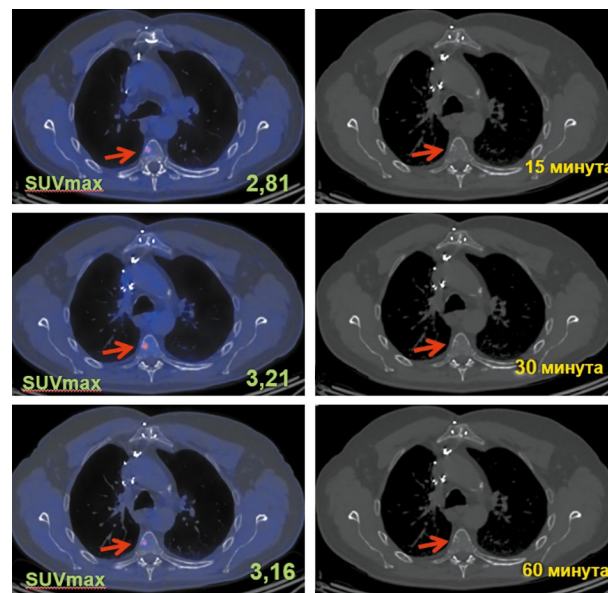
Пациент Л., 58 лет. ПЭТ/КТ с ¹⁸F-ДОФА.
